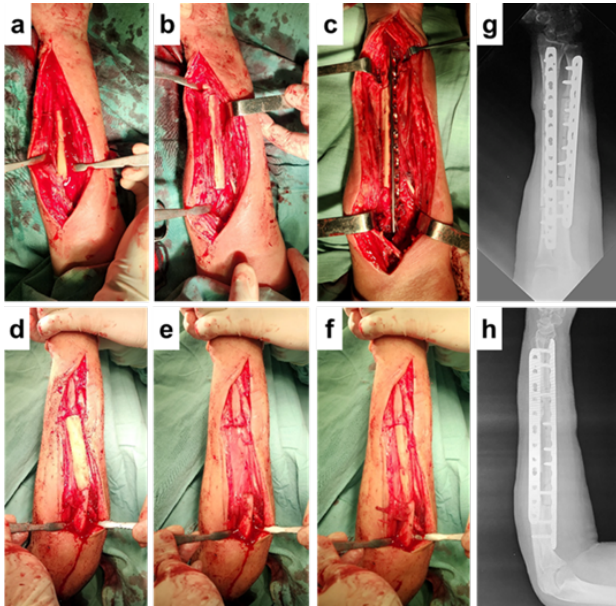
Segundo tiempo quirúrgico: a: Retiro del espaciador de cemento del radio; b: Colocación del aloinjerto masivo de peroné en el radio; c: Estabilización con placa LCP 3,5mm; d y e: Retiro del espaciador de cemento en el cúbito; f: Colocación de aloinjerto masivo del peroné en el cúbito; g y h: Radiografías postoperatorias.
